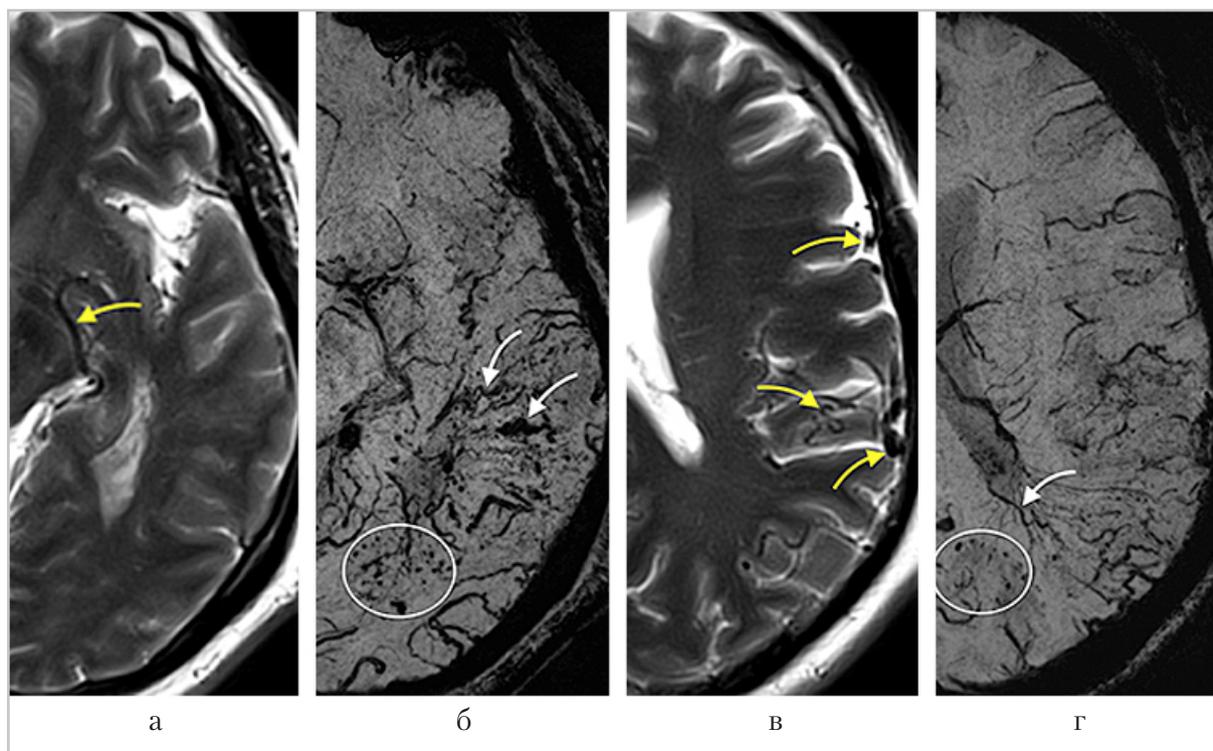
МР-томограммы; режимы T2 (*а, в*) и SWI, mIP-реконструкция (*б, г*), аксиальная плоскость, срезы проходят на уровне ножек среднего мозга (*а, б*) и тел боковых желудочков (*в, г*): *а* — стрелкой обозначена расширенная вена Розенталя; *в* — стрелки указывают на расширенные корковые вены; *б, г* — стрелками отмечены расширенные медуллярные вены, кружками обведены точечные микрокровозлияния
